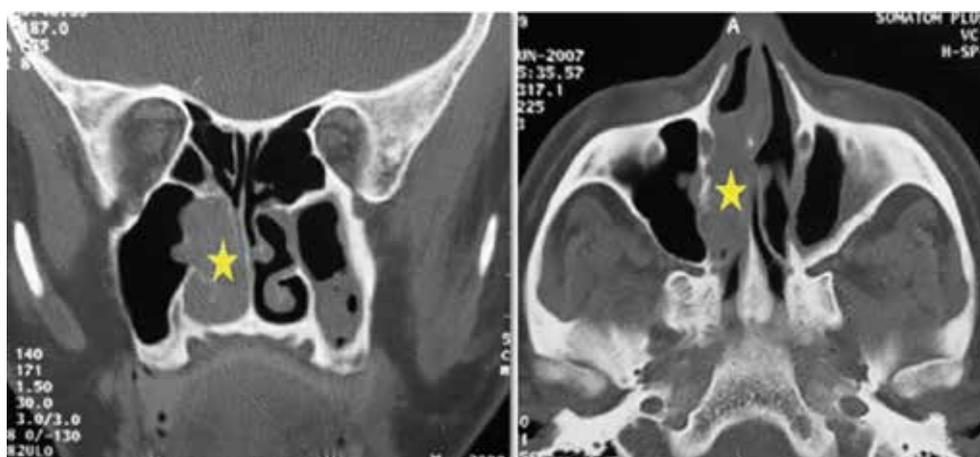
Пациент С., 41 год. Компьютерная томография (КТ) в коронарной (А) и аксиальной проекциях (В): Инвертированная папиллома (ИП) с вовлечением верхнечелюстной пазухи и справа носовой полости.
